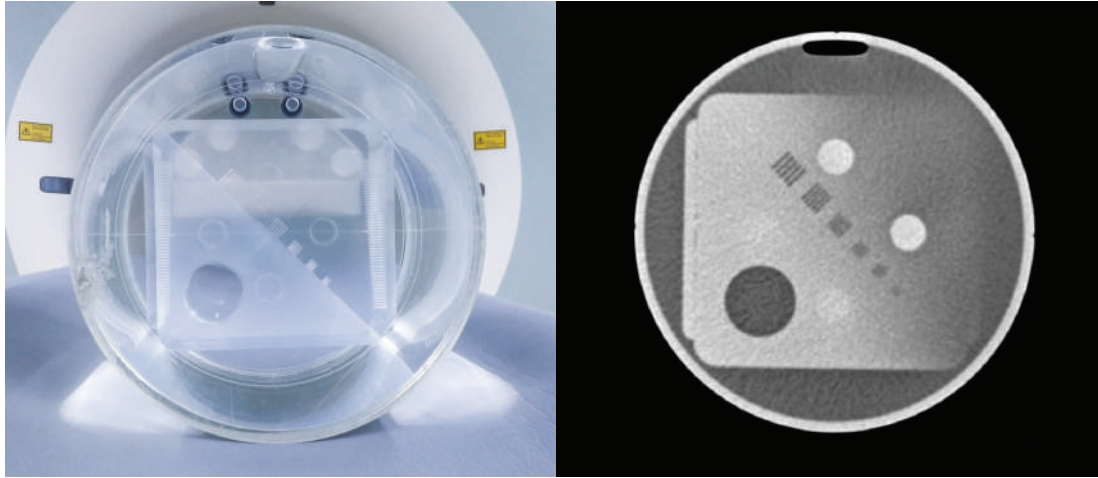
Fantoma de calidad de imagen en tomografía computarizada propio del tomógrafo Siemens Biograph mCT (izquierda). Imagen de corte axial (derecha).
